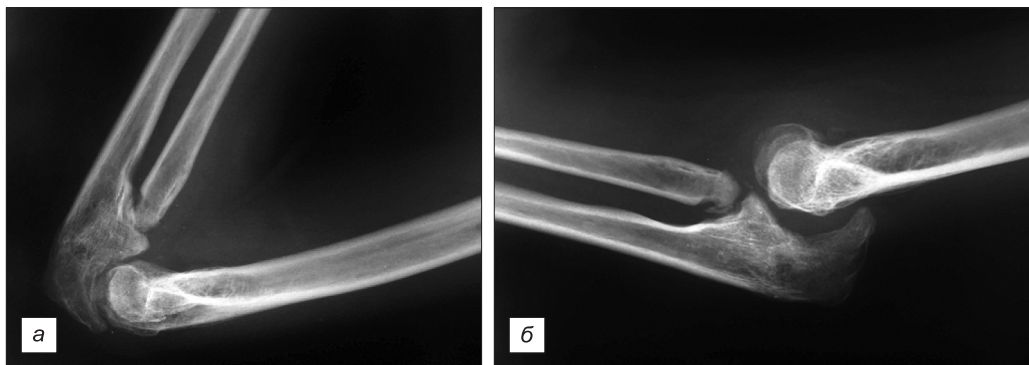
Рентгенограммы локтевого сустава через 10 мес после проведения всех этапов оперативного лечения, положение максимального сгибания (а), положение максимального разгибания (б).
